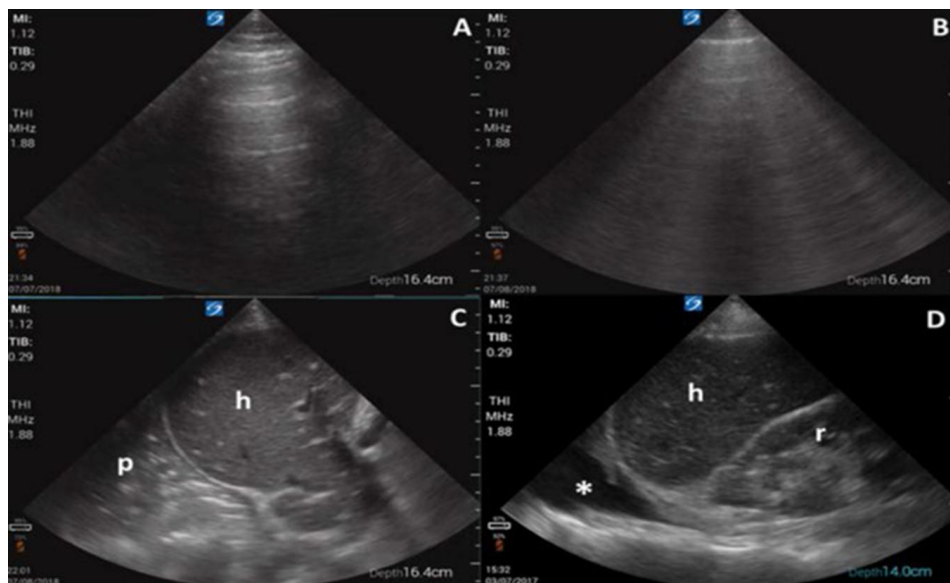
Ecografía pulmonar: A. patrón de líneas A, B. Patrón de líneas B, C. Patrón de condensación pulmonar, D. Derrame pleural
